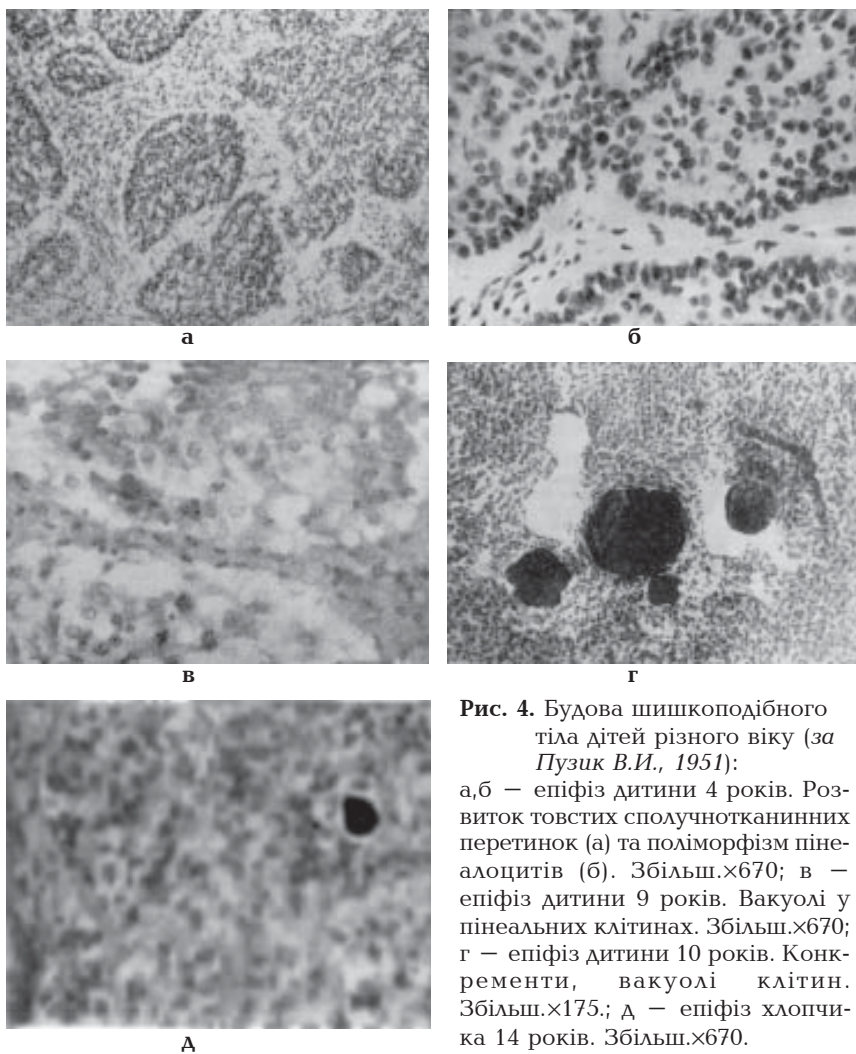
Будова шишкоподібного тіла дітей різного віку (за Пузик В.И., 1951):
